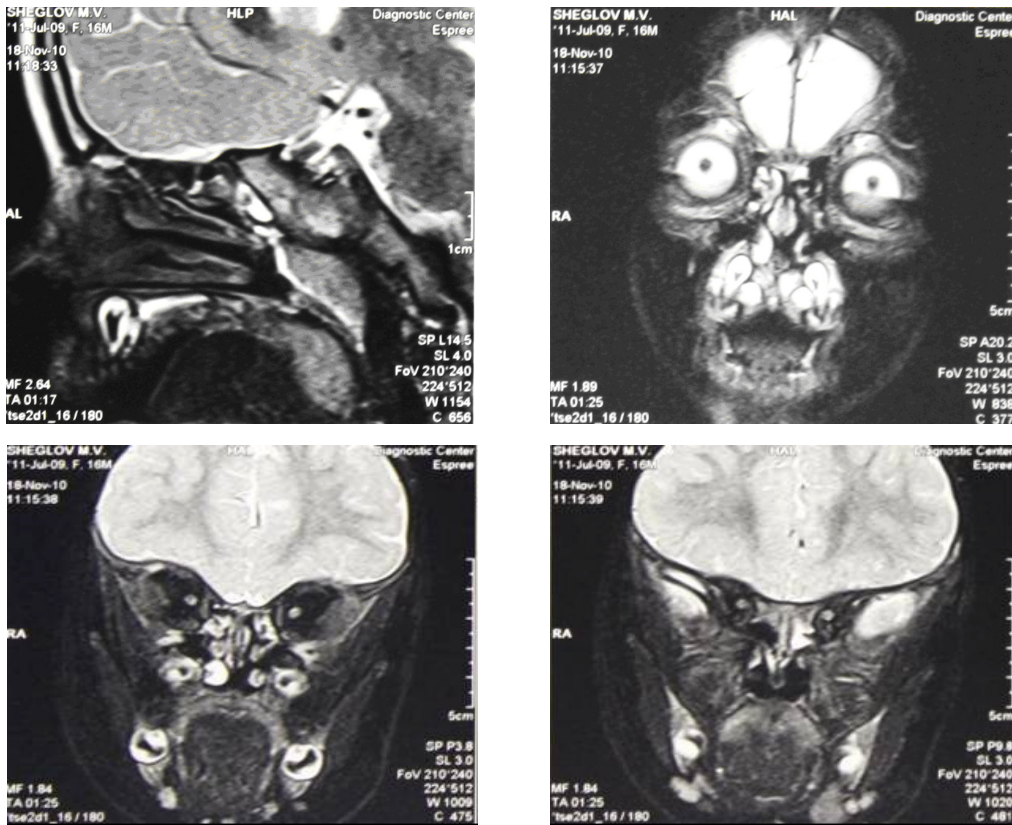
МСКТ и МРТ. Локальное скопление жидкости в клетках решетчатого лабиринта слева
